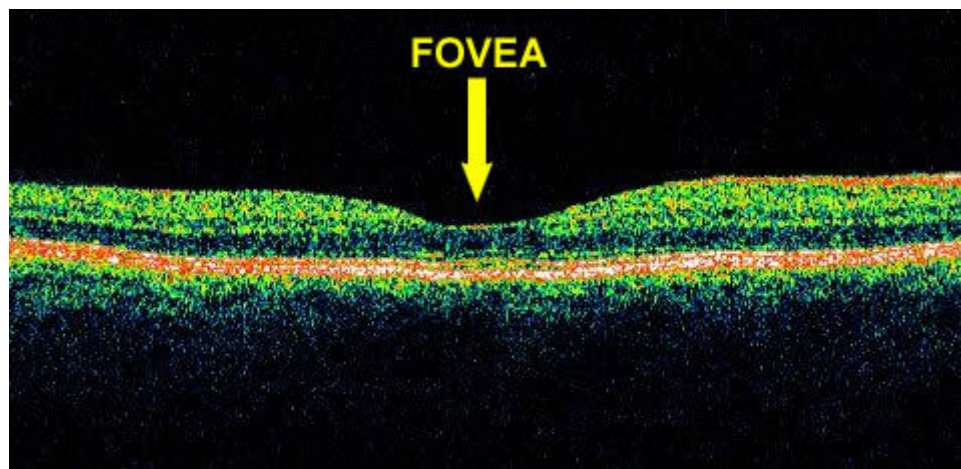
immagine della fovea ottenuta con il Tomografo a Coerenza Ottica (OCT).
